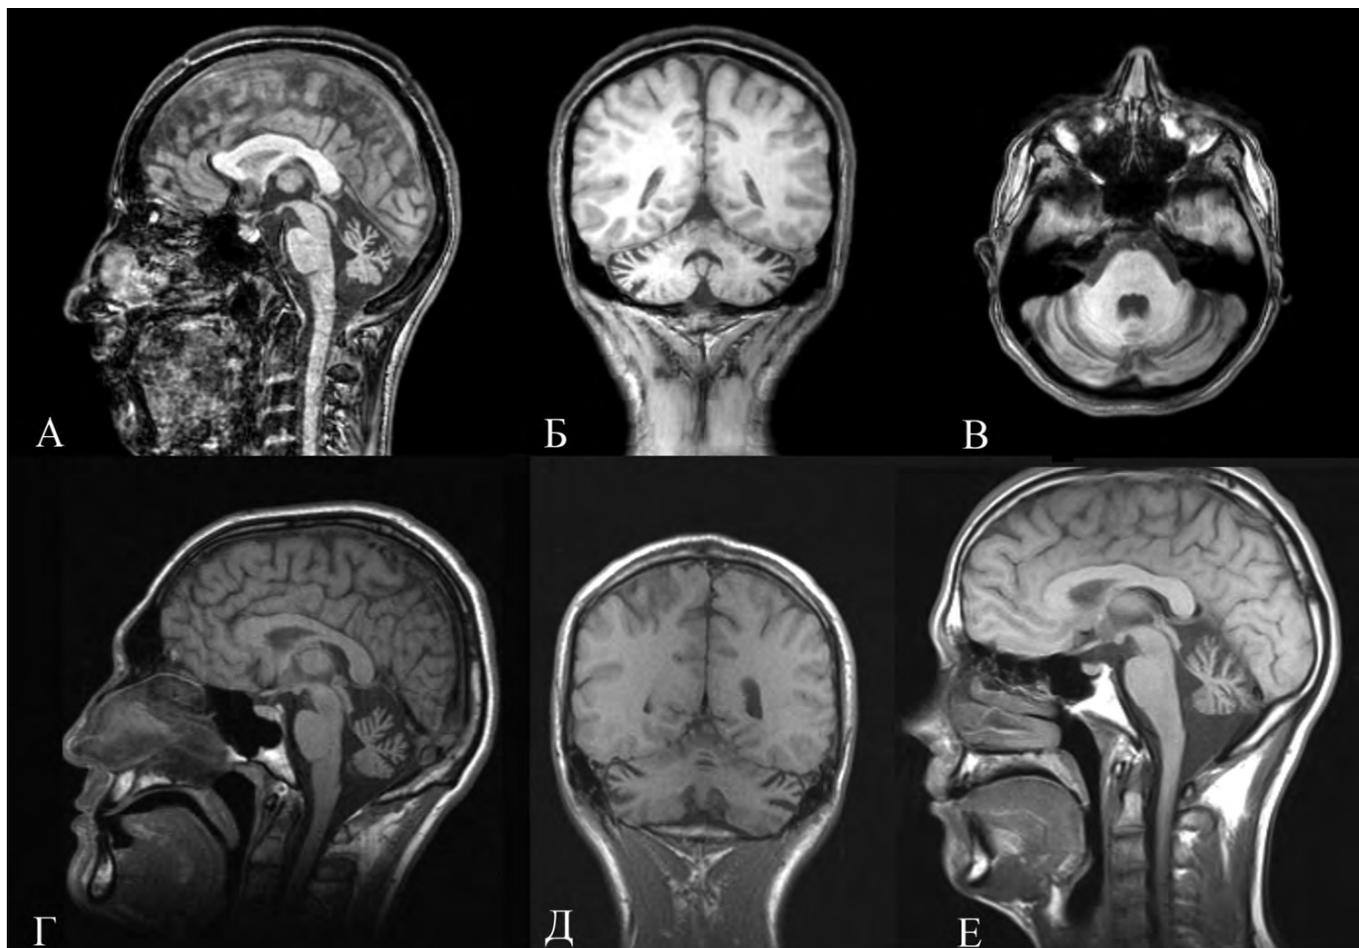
МРТ головного мозга (T1-ВИ): А–В — пациентка Ш-1 (АТ); Г, Д — пациент Ж-1 (АОА 2-го типа); Е — пациент Г-1 (АОА 1-го типа). Отмечается расширение субарахноидальных пространств и борозд мозжечка, истончение извилин полушарий и червя мозжечка
